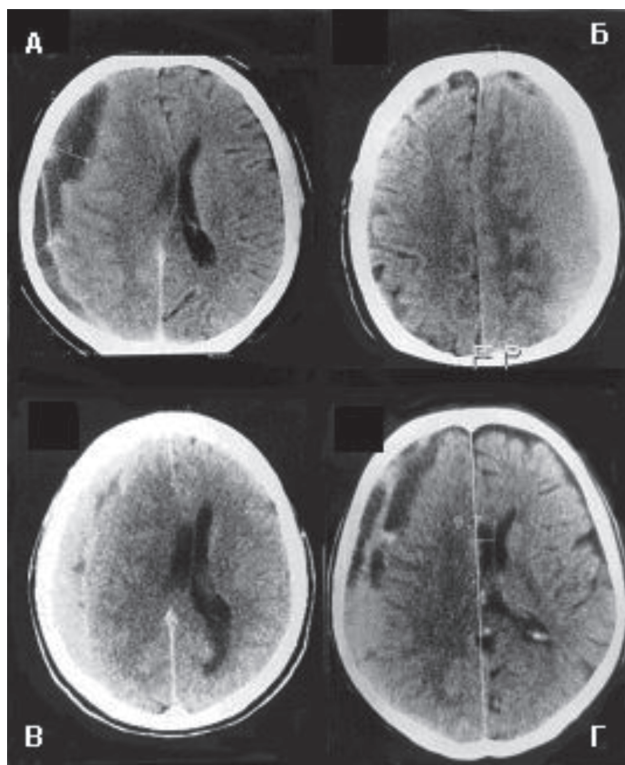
КТ-варианты плотностных характеристик ХСГ: А – гиподенсивная; Б – гиперденсивная; В – изоденсивная; Г – гетероденсивная
